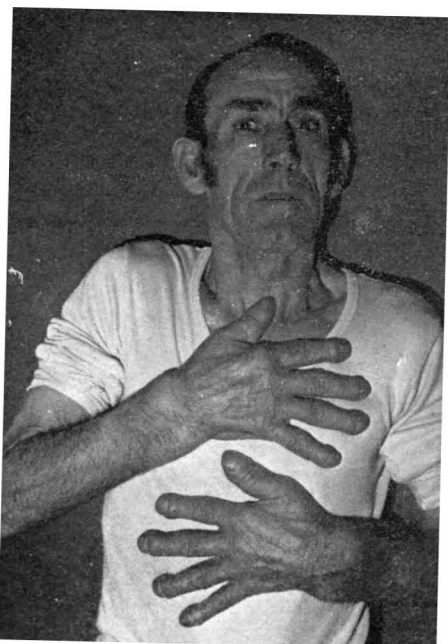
Fotografía de Q. L. M. Obsérvese la ausencia total de hiperqueratosis tanto en región frontal como en manos. El hipocratismo digital es muy acentuado. Compruébese en las radiografías correspondientes (fig. 6) la gran proliferación ósea de las falangetas; a ello se debe realmente el falso hipocratismo.
